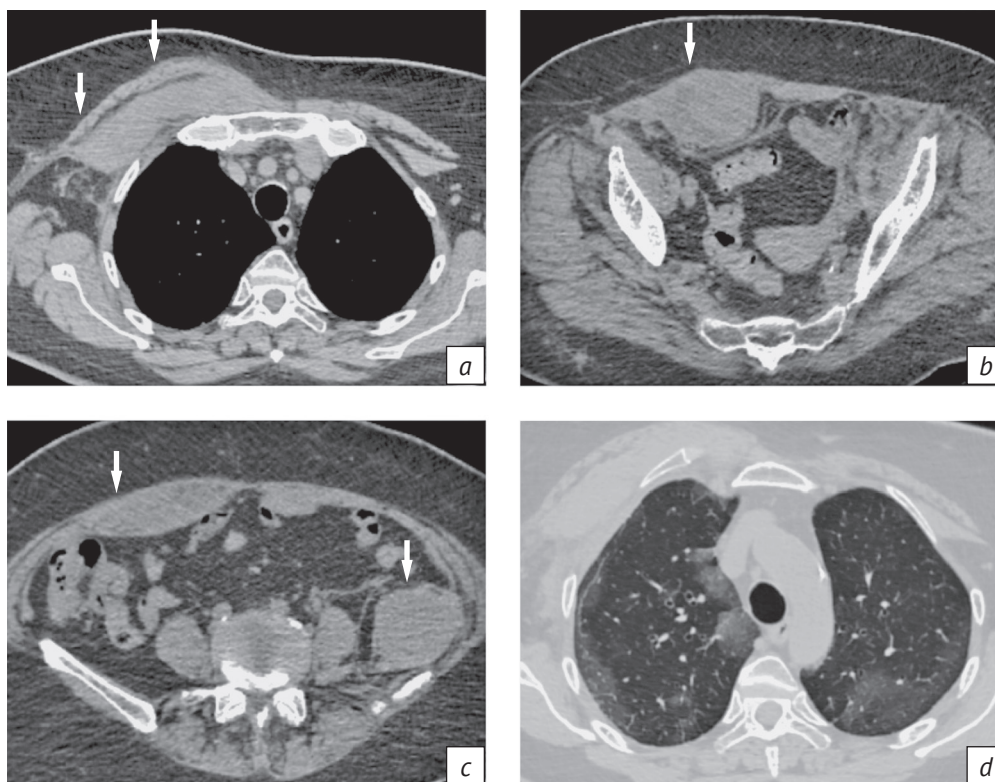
КТ органов грудной клетки и брюшной полости у пациента с COVID-19:
